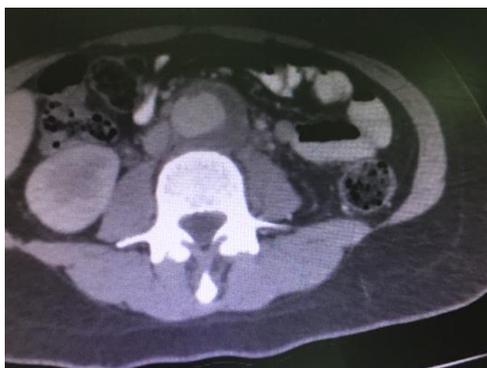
TC mostrando aneurisma de aorta abdominal infrarrenal e acima das aa. ilíacas comuns de 5 cm de diâmetro.
